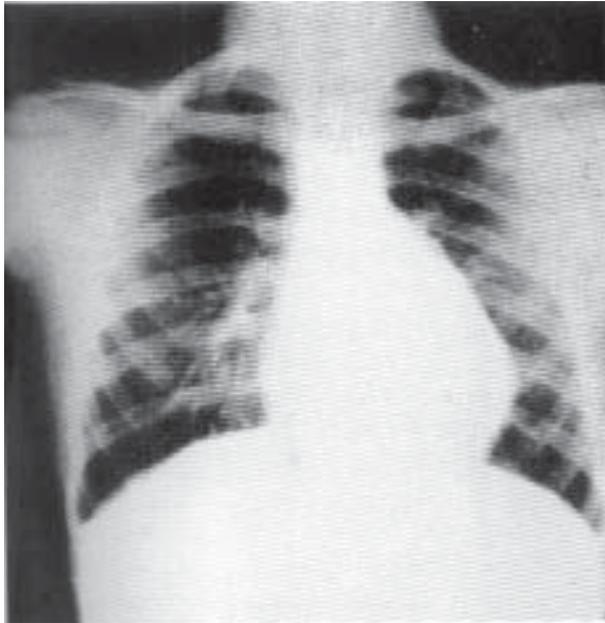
Radiografía posoperatoria (4 años después de la operación).
